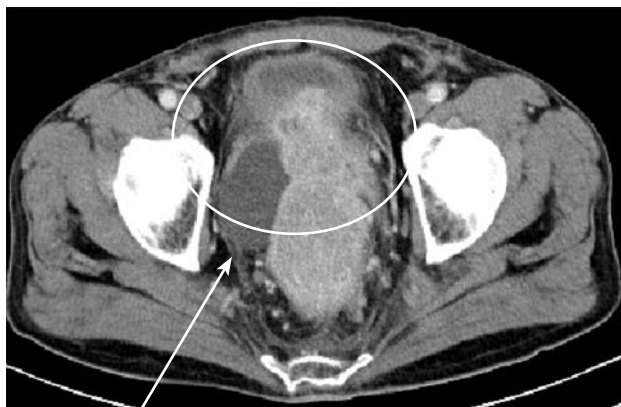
КТ больной В., 64 года. Инвазия опухоли в правую стенку и полость мочевого пузыря. Отграниченный затек в пузырно-прямокишечной ямке слева, содержащий жидкость, указан стрелкой (формирующийся мочепузырно-прямокишечный свищ). Боковые стенки мочевого пузыря утолщены (обведено). Лимфоузлы гиперденсивные, не сливные, менее 4 (воспалительные изменения). Стадия  $T_4N_1M_0$
